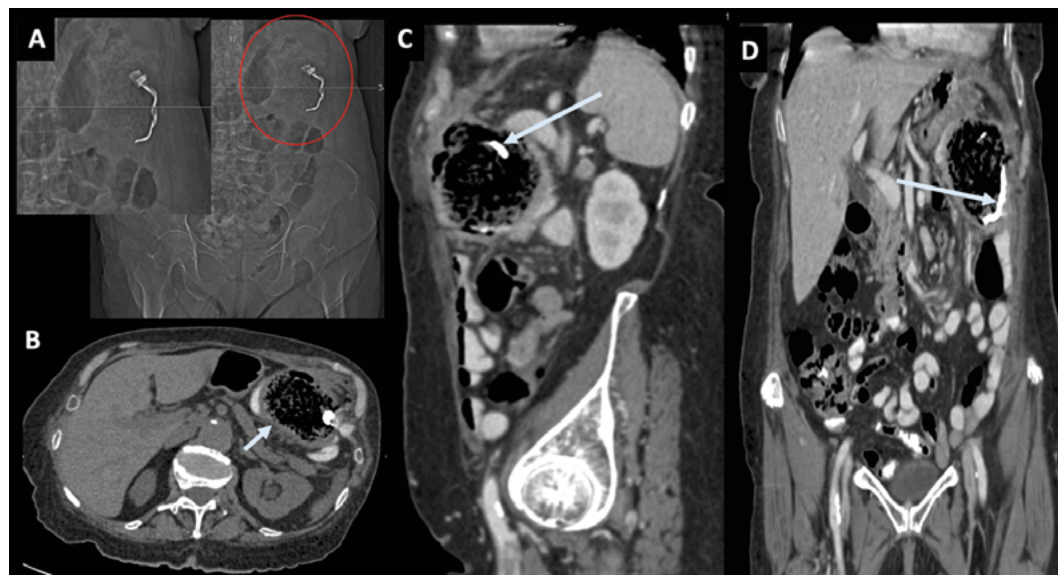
TC con medio de contraste. (A y B) MPR coronal, (C) Corte axial, (D) MPR sagital. Mujer de 60 años con historia de cirugía ginecológica 6 meses antes, consulta con masa palpable en flanco izquierdo. Se observa masa esponjiforme bien definida con burbujas de gas, compatible con esponja retenida (flecha) con migración interna hacia lumen proximal del íleon (flecha larga). Nótese la opacificación por el contraste oral de la masa dentro del lumen del íleon.
